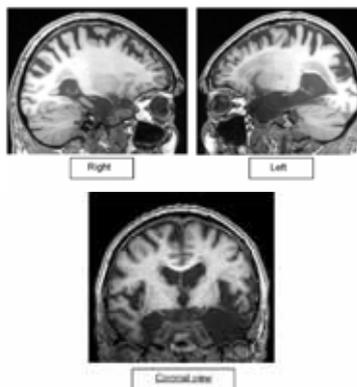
MRI 2006 showing that CW has extensive damage to the temporal cortex, greater on the left than on the right.
